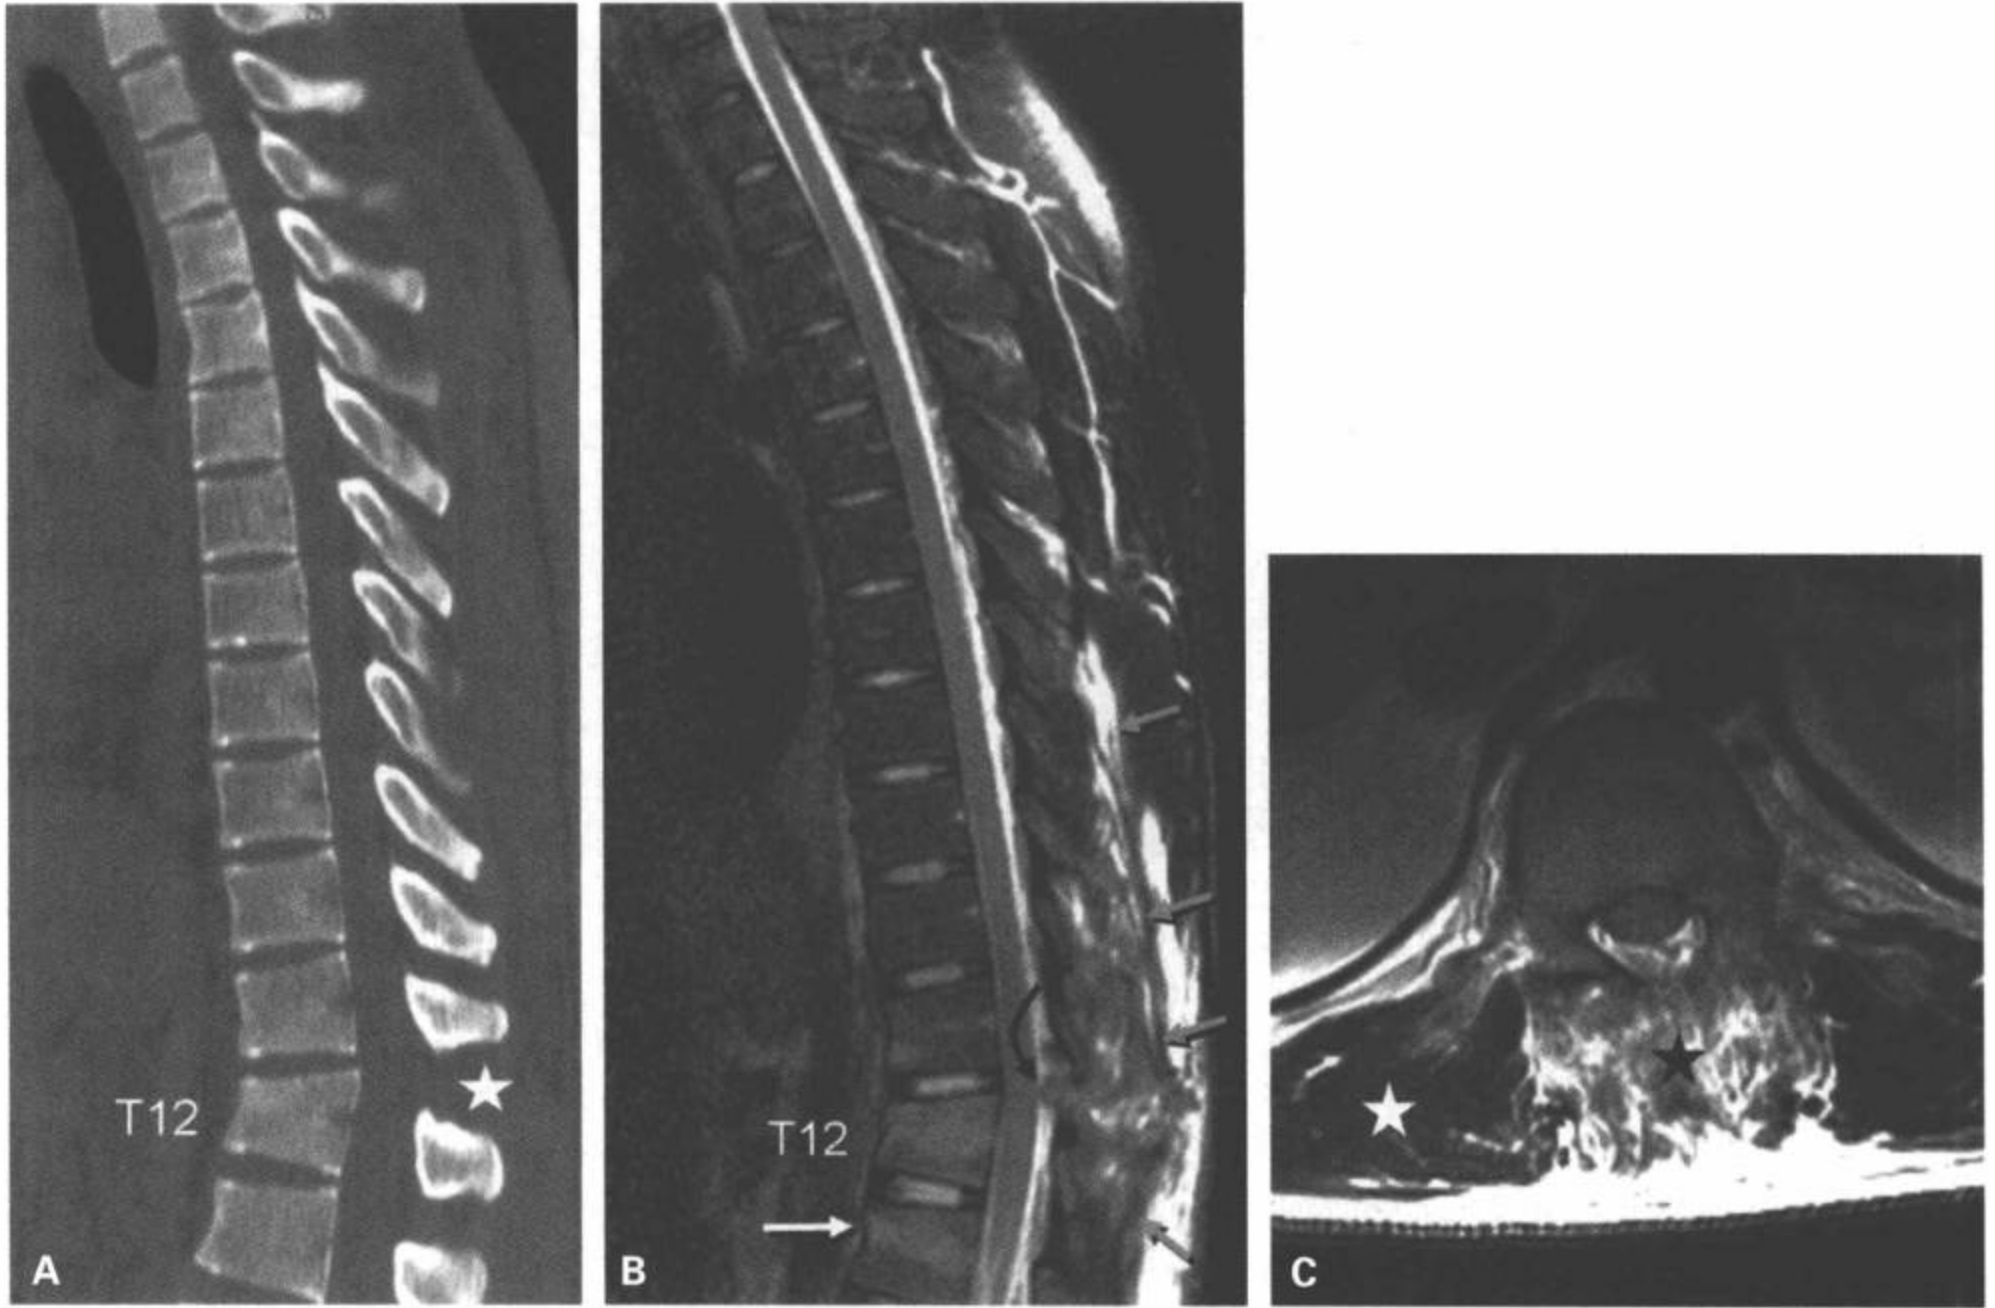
胸腰椎结合部的后韧带复合体断裂。A: 胸椎CT矢状面多平面重组图像显示T12椎体楔形变。T11/T12棘突间距增宽。显示T12后部皮质完整,表明中柱无异常。B: 胸椎矢状面T2加权伴脂肪抑制图像显示T12及邻近的L1椎体骨髓水肿(白箭)。黄韧带断裂(弯黑箭),后部椎旁软组织广泛损伤(灰箭)。C: T12层面横断面的T2加权图像显示后部椎旁软组织与邻近正常的椎旁肌肉(白星号)相比呈高信号,代表水肿/出血(黑星号)。
